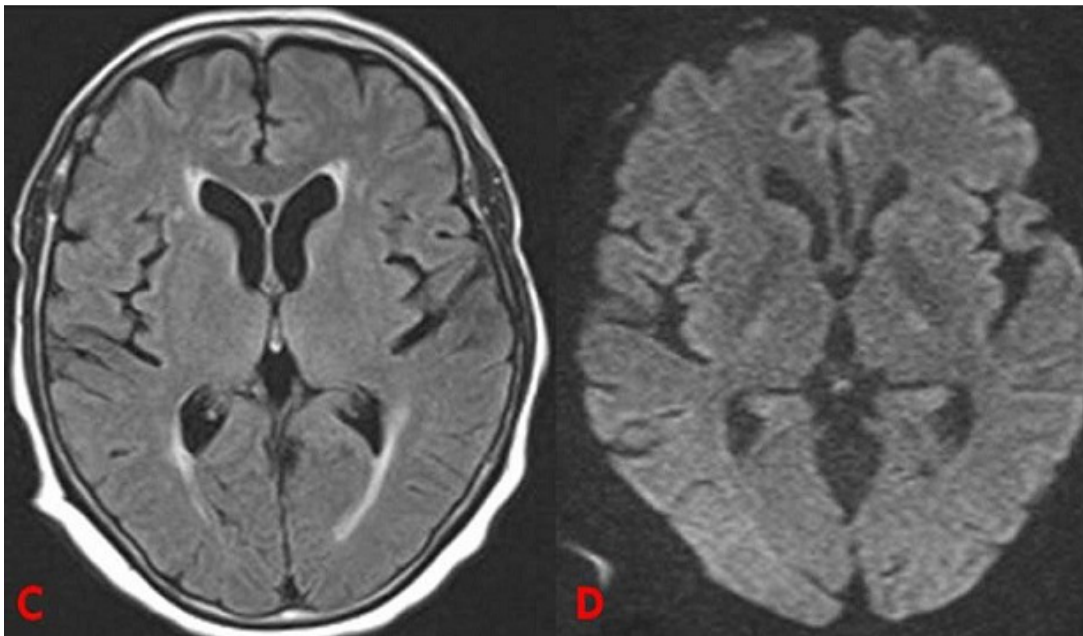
IRM cérébrale de contrôle, séquences T2 FLAIR (C) et diffusion (D), après traitement
